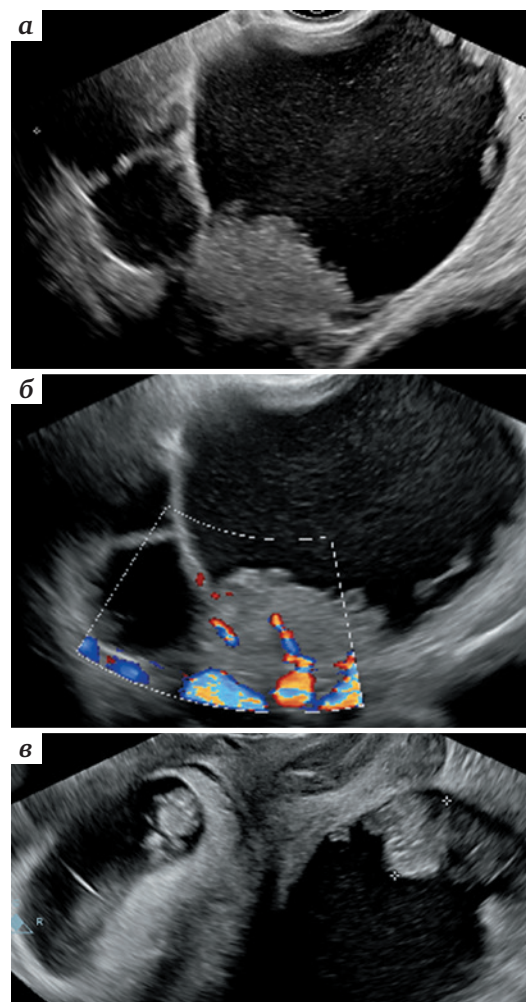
Ультразвуковая томограмма малого таза: а – многокамерное кистозное образование с пристеночными сосочковыми структурами; б – фрагмент опухоли яичника в режиме цветового доплеровского картирования; в – в полости матки живой плод, позади от матки – опухоль с сосочковыми структурами
